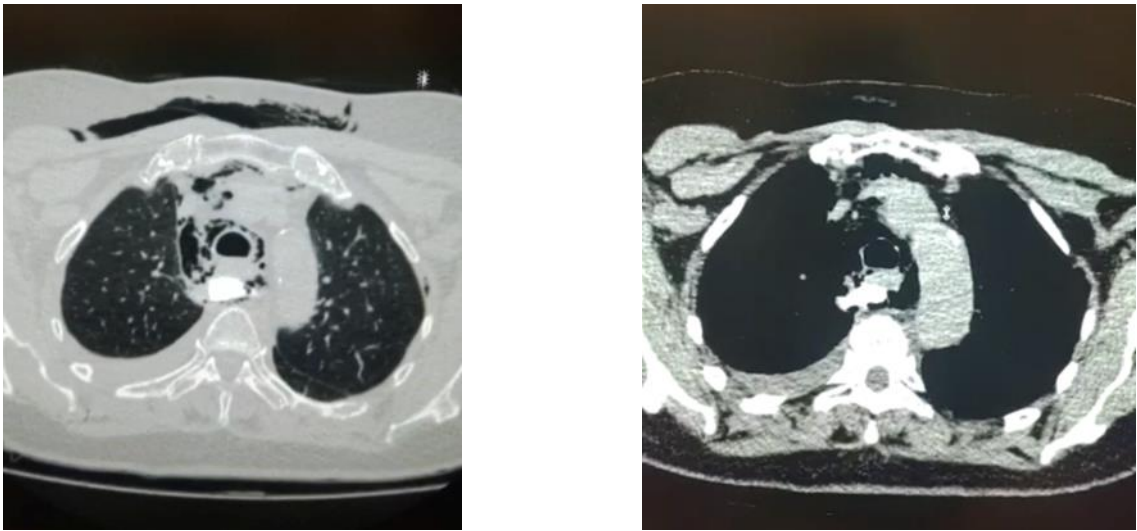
Компьютерная томограмма в аксиальной проекции в «легочном» и «мягкотканном» режимах
